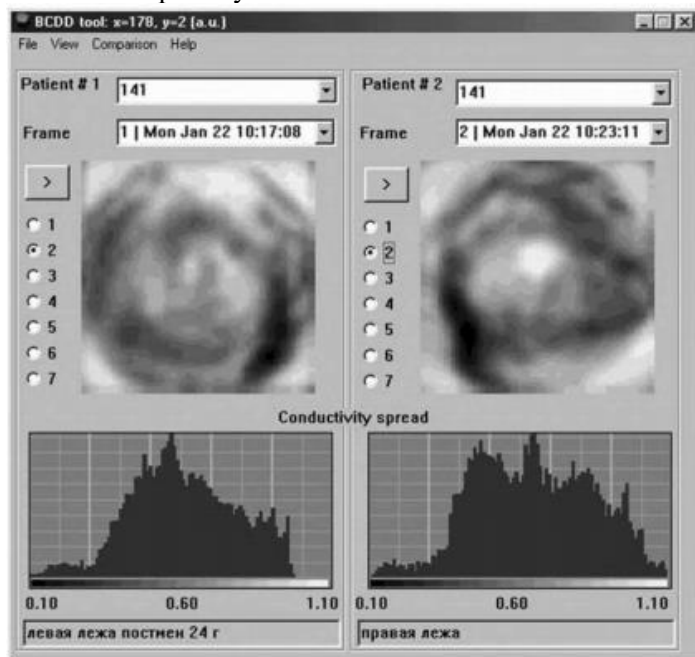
Електроімпедансні томограми грудей жінки
